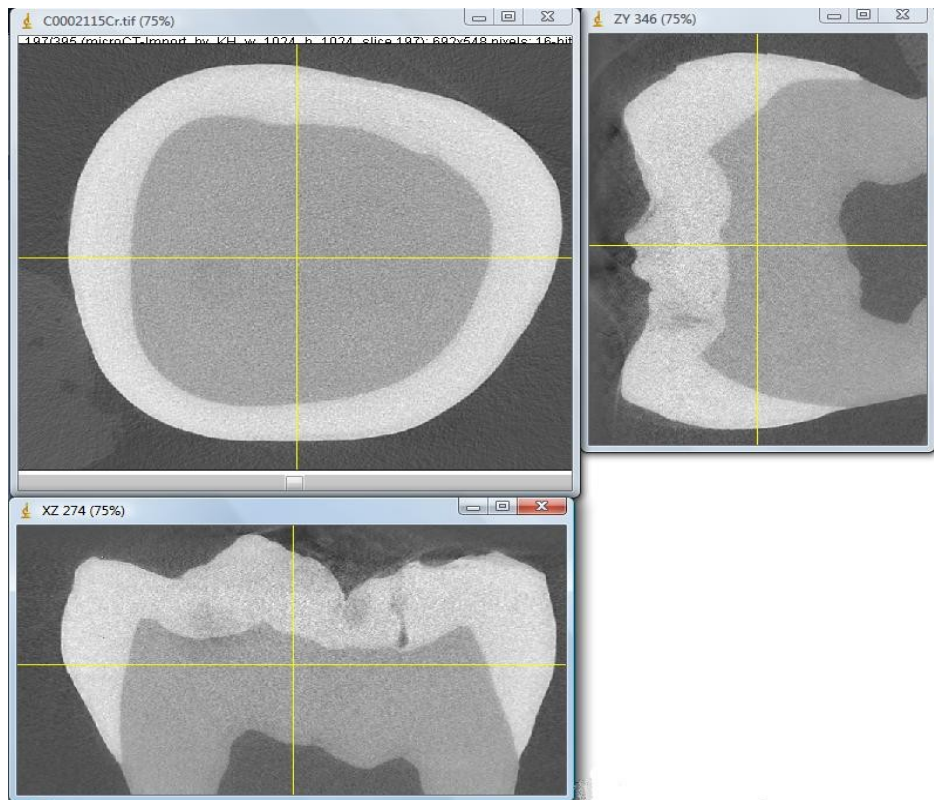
Aufgerufene μ CT-Schnitte
